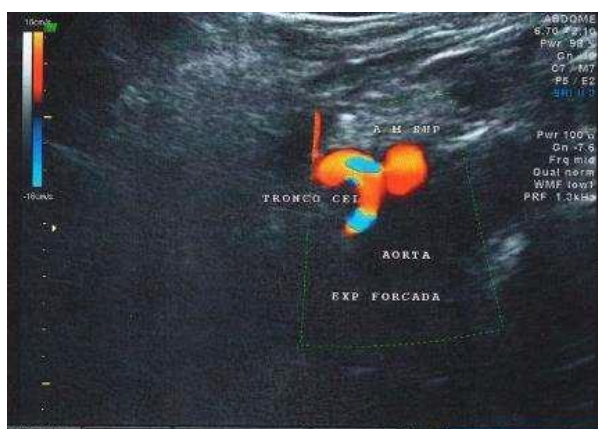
Ultrassonografia com Doppler colorido, evidenciando a identificação no Tronco Celíaco e área de “aliasing”(área azul) pós-estenose
